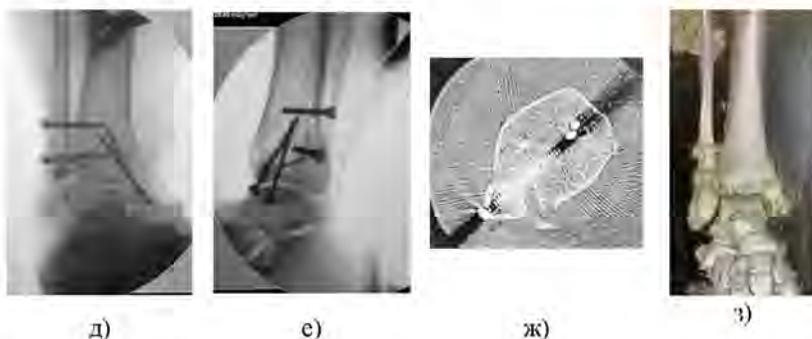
Клинический пример пациентки Т., 59 лет: а, б — дооперационные 3Д КТ-изображения, на которых выявлены перелом бугорка Tillaux-Chaput; в, г — интраоперационные рентгенограммы после первичной установки двух позиционных винтов, выявляется умеренный латеральный подвывих; д, е — коррекция положения позиционных винтов, подвывих устранен; ж — аксиальный срез КТ после операции, визуализация восстановления анатомии ДМБС; з — 3Д КТ-изображение после операции — анатомичная репозиция и фиксация всех поврежденных сегментов
